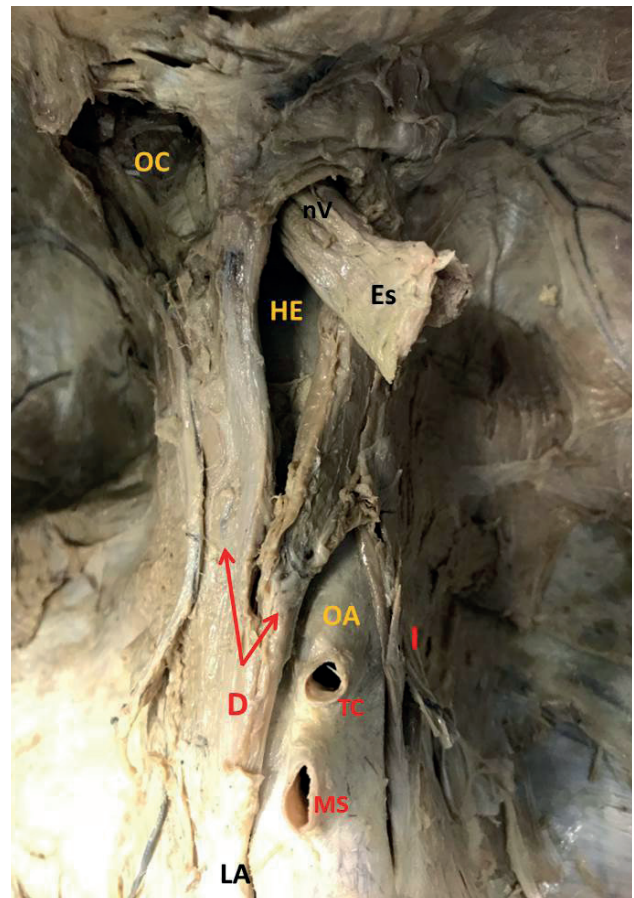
Hiato esofágico: Modelo estándar a partir del pilar derecho (HE: Hiato esofágico. OA: Orificio aórtico. D: Pilar derecho. I: Pilar izquierdo. LA: Ligamento arcuato medio. ES: Esófago. nV: Nervio vago. TC: Tronco celiaco. MS: Arteria mesentérica superior). Las flechas muestran los fascículos del pilar derecho que forman el orificio esofágico.
